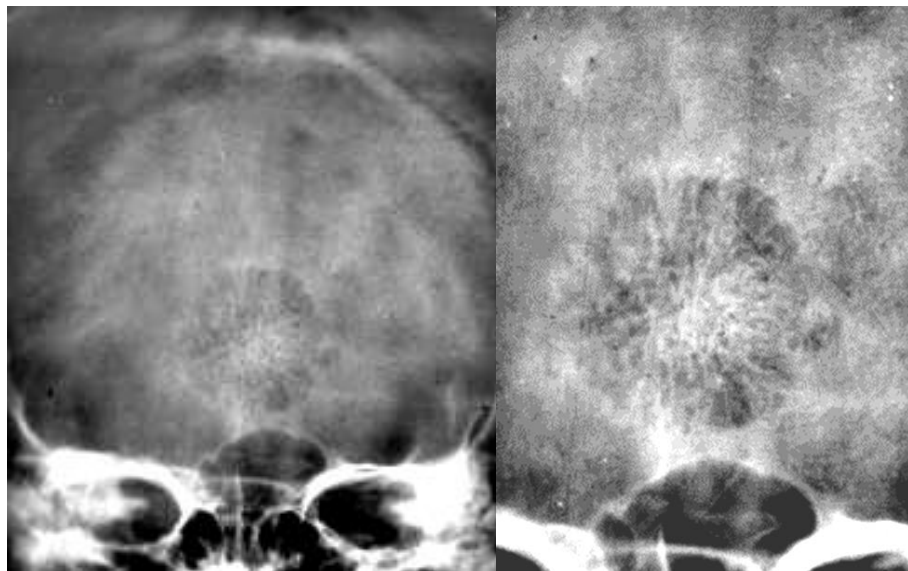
Капілярна гемангіома. Рентгенограми черепа в прямій проекції (+ збільшення) – у лобовій кістці визначається округлої форми кістковий дефект із дрібнофестончастими чіткими контурами за рахунок переважно численних нерівномірних кісткових трабекул, що розходяться від центра до периферії.
